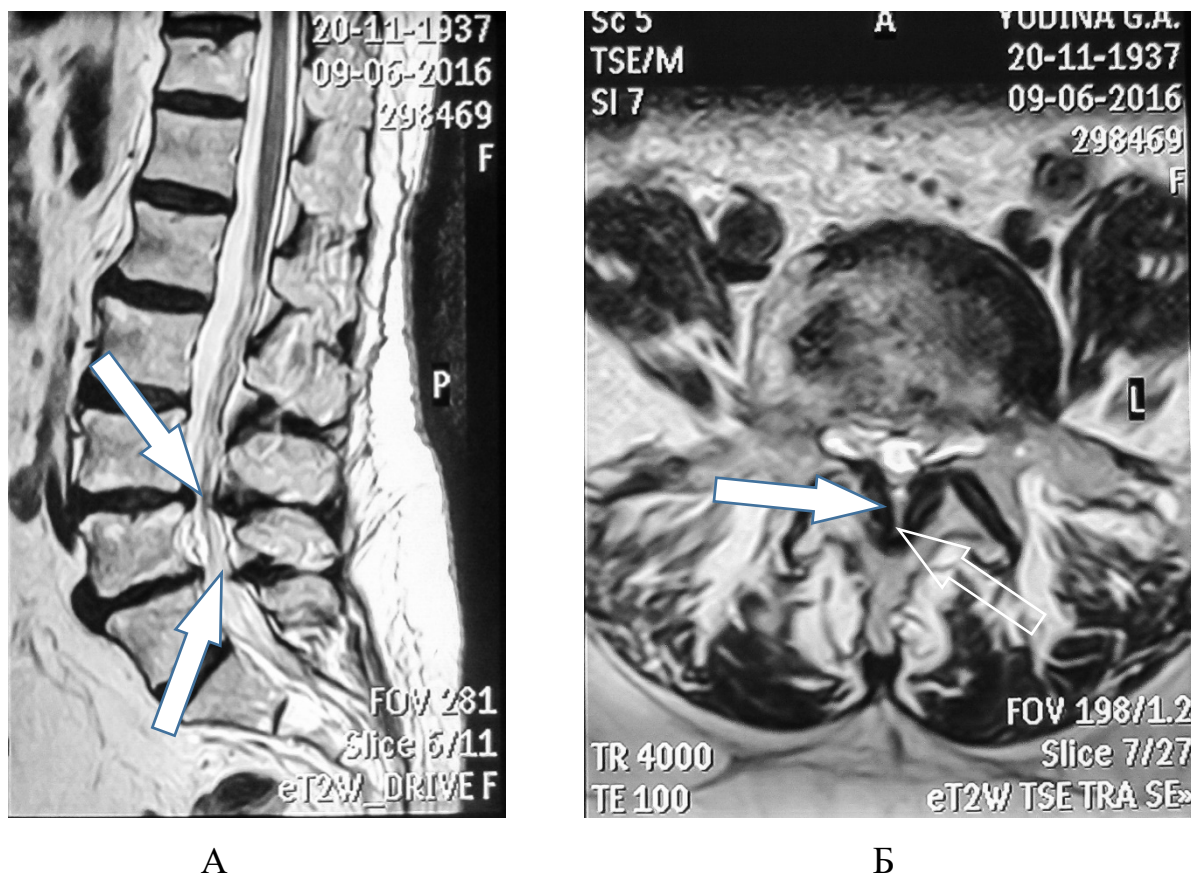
МРТ поперекового відділу хребта
